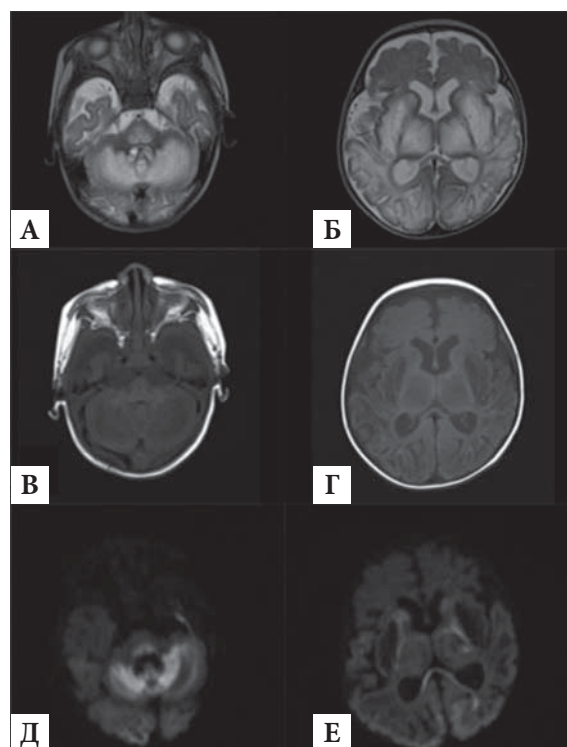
МРТ головного мозга (пациент в возрасте 2 мес): двусторонняя симметричная повышенная интенсивность сигнала на аксиальных T2-взвешенных изображениях (А, Б) со сниженной интенсивностью сигнала на T1-взвешенных изображениях (В, Г) в базальных ганглиях, таламусе, среднем мозге, в области моста, продолговатом мозге, лобно-височно-теменно-затылочной коре, подкорковом белом веществе и мозжечке. Диффузионно-взвешенная визуализация: b1000 изображений (Д, Е) показывают обширные области ограниченной диффузии (гиперинтенсивность) в структурах белого и серого вещества головного мозга (валик мозолистого тела, кора, мозжечок, варолиев мост и средний мозг). Заметны увеличение желудочков и гипоплазия мозолистого тела
